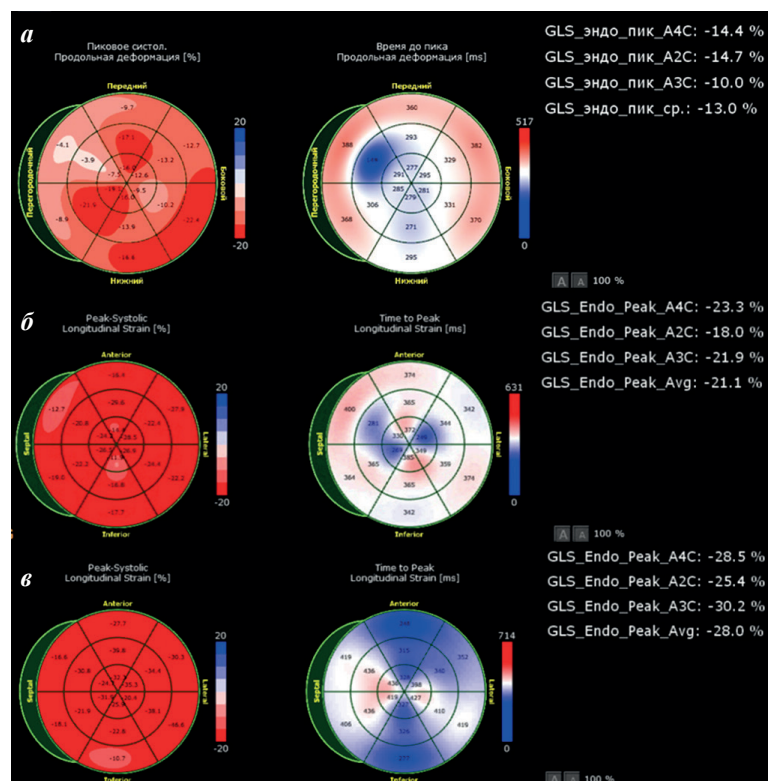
Оценка глобальной продольной деформации левого желудочка (GLS ЛЖ) с помощью Speckle-tracking эхокардиографии: а - возраст 9 месяцев при поступлении; б - через 2 года после процедуры абляции; через 2 года 9 месяцев после процедуры абляции. Представлена полярная карта с региональными значениями деформации и значениями GLS ЛЖ, рассчитанным по 18 сегментам. Значимое снижение продольной деформации в базальных, средних сегментах переднеперегородочной области при первичном поступлении.
